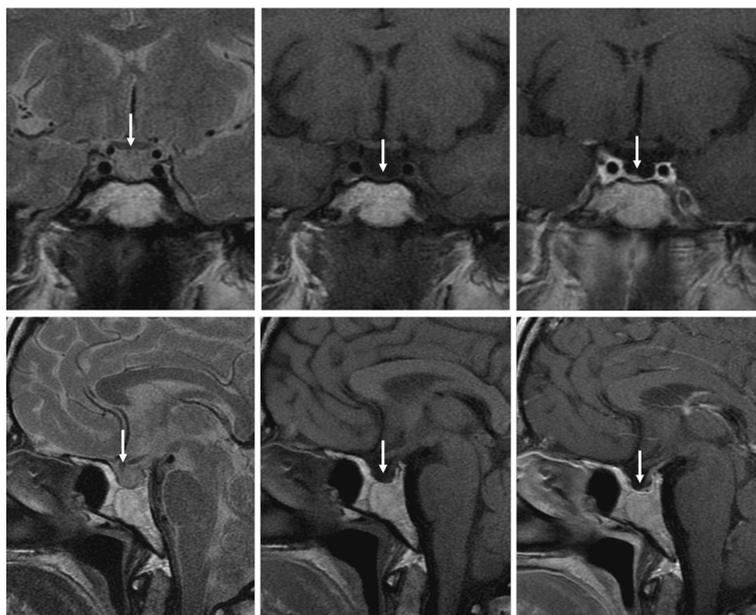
MRI findings of pituitary in this case (atrophied pituitary is under the mark)
